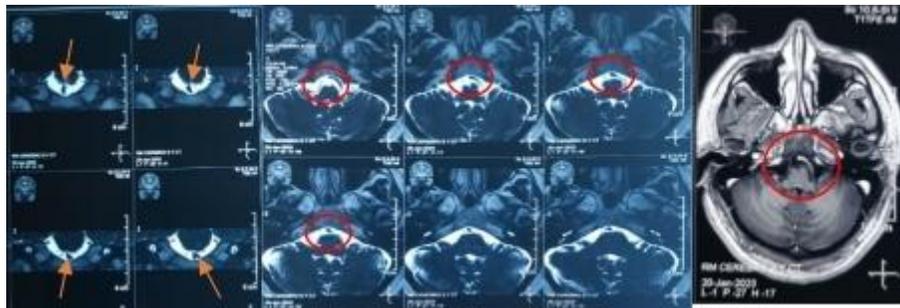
Resonancia magnética de cráneo con contraste
